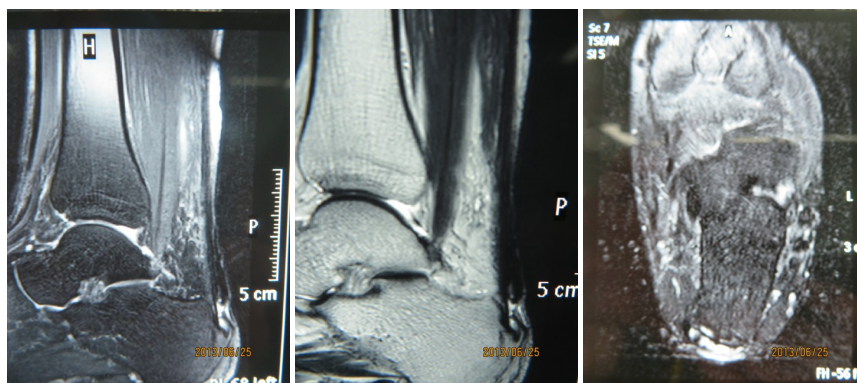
MRI showed left Achilles tendon on the calcaneus attachment point signal integrity interrupt, between the ends of a mixed signal with high signal
